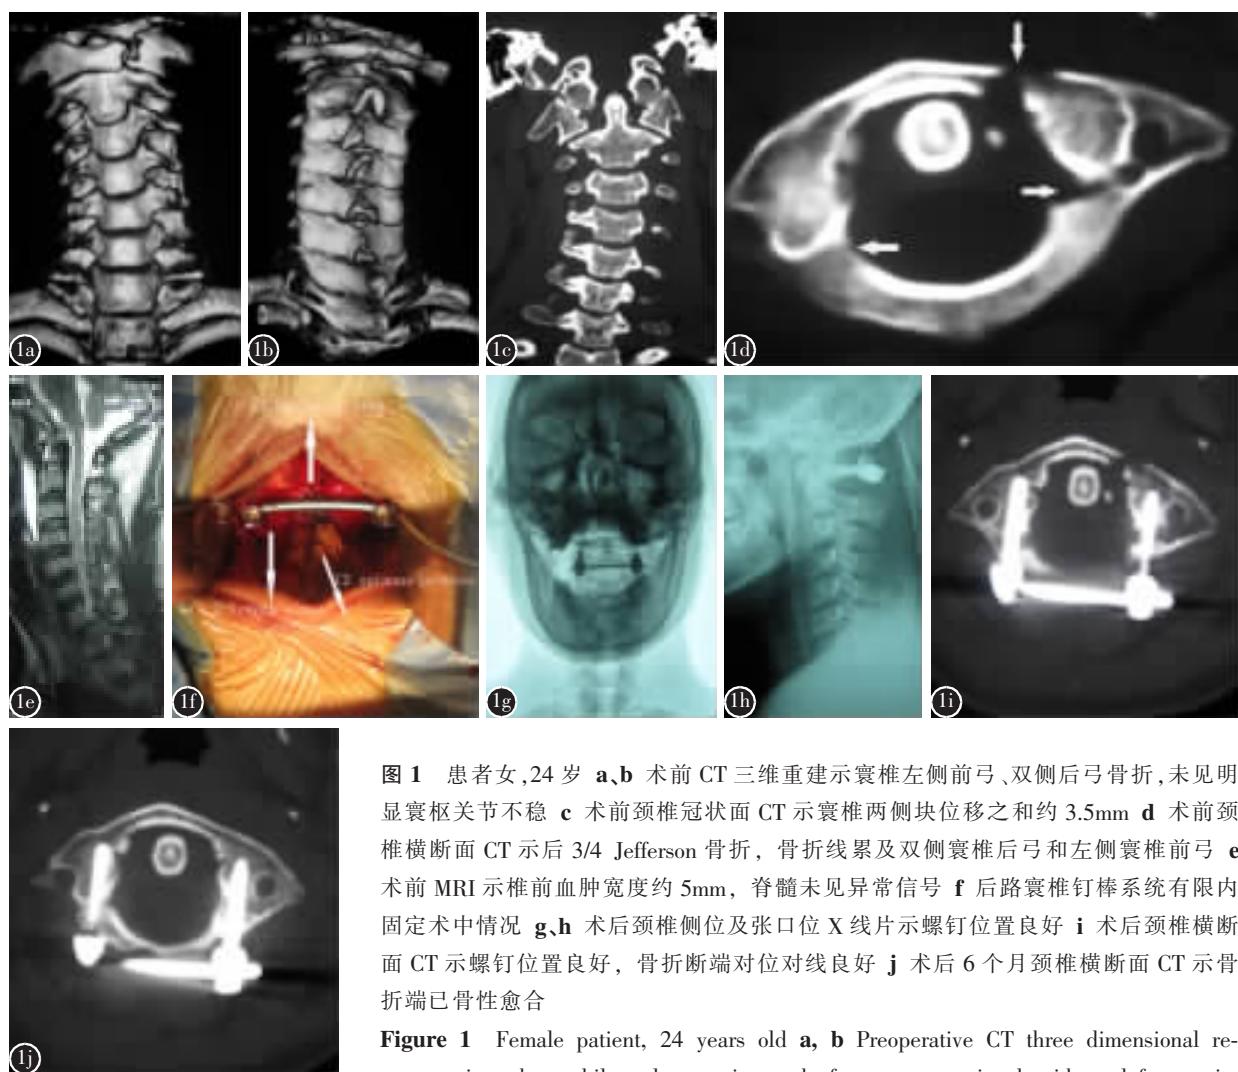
患者女,24岁 a,b术前CT三维重建示寰椎左侧前弓、双侧后弓骨折,未见明显寰枢关节不稳 c术前颈椎冠状面CT示寰椎两侧块位移之和约3.5mm d术前颈椎横断面CT示后3/4 Jefferson骨折,骨折线累及双侧寰椎后弓和左侧寰椎前弓 e术前MRI示椎前血肿宽度约5mm,脊髓未见异常信号 f后路寰椎钉棒系统有限内固定术中情况 g,h术后颈椎侧位及张口位X线片示螺钉位置良好 i术后颈椎横断面CT示螺钉位置良好,骨折断端对位对线良好 j术后6个月颈椎横断面CT示骨折端已骨性愈合
